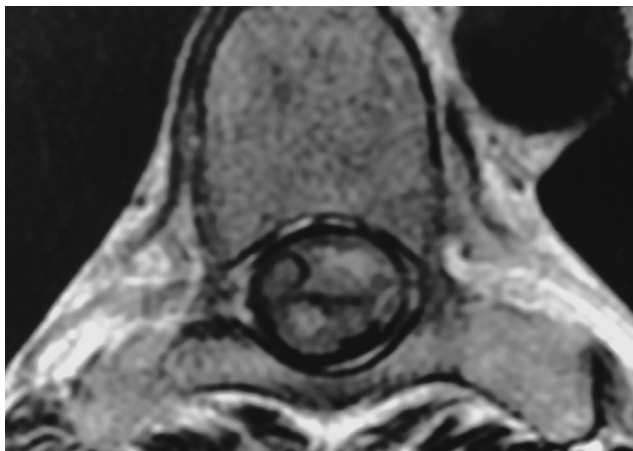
IRM coupe axiale en séquence T<sub>2</sub> retrouvant une image hétérogène intracanalair, avec un isosignal intramédullaire et une image en hyposignal correspondant à l'abcès périmédullaire.
